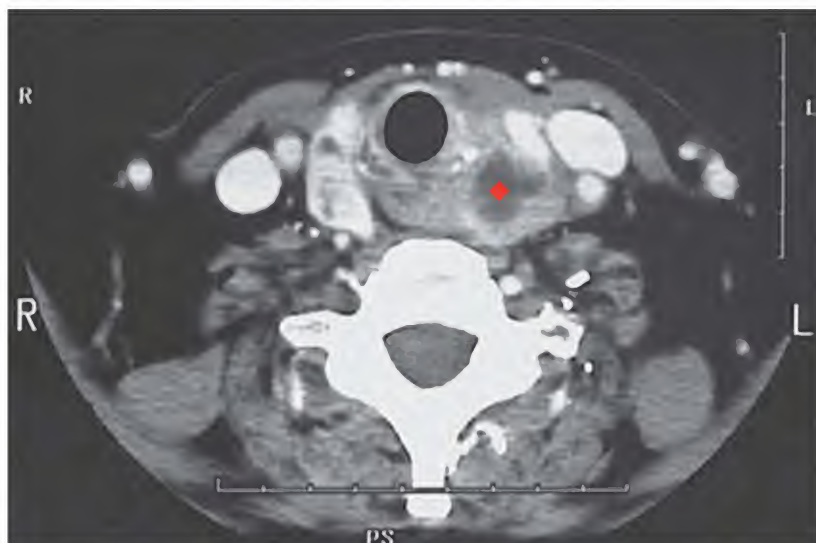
Carcinoma papilar de tiroides, tomografía computarizada
